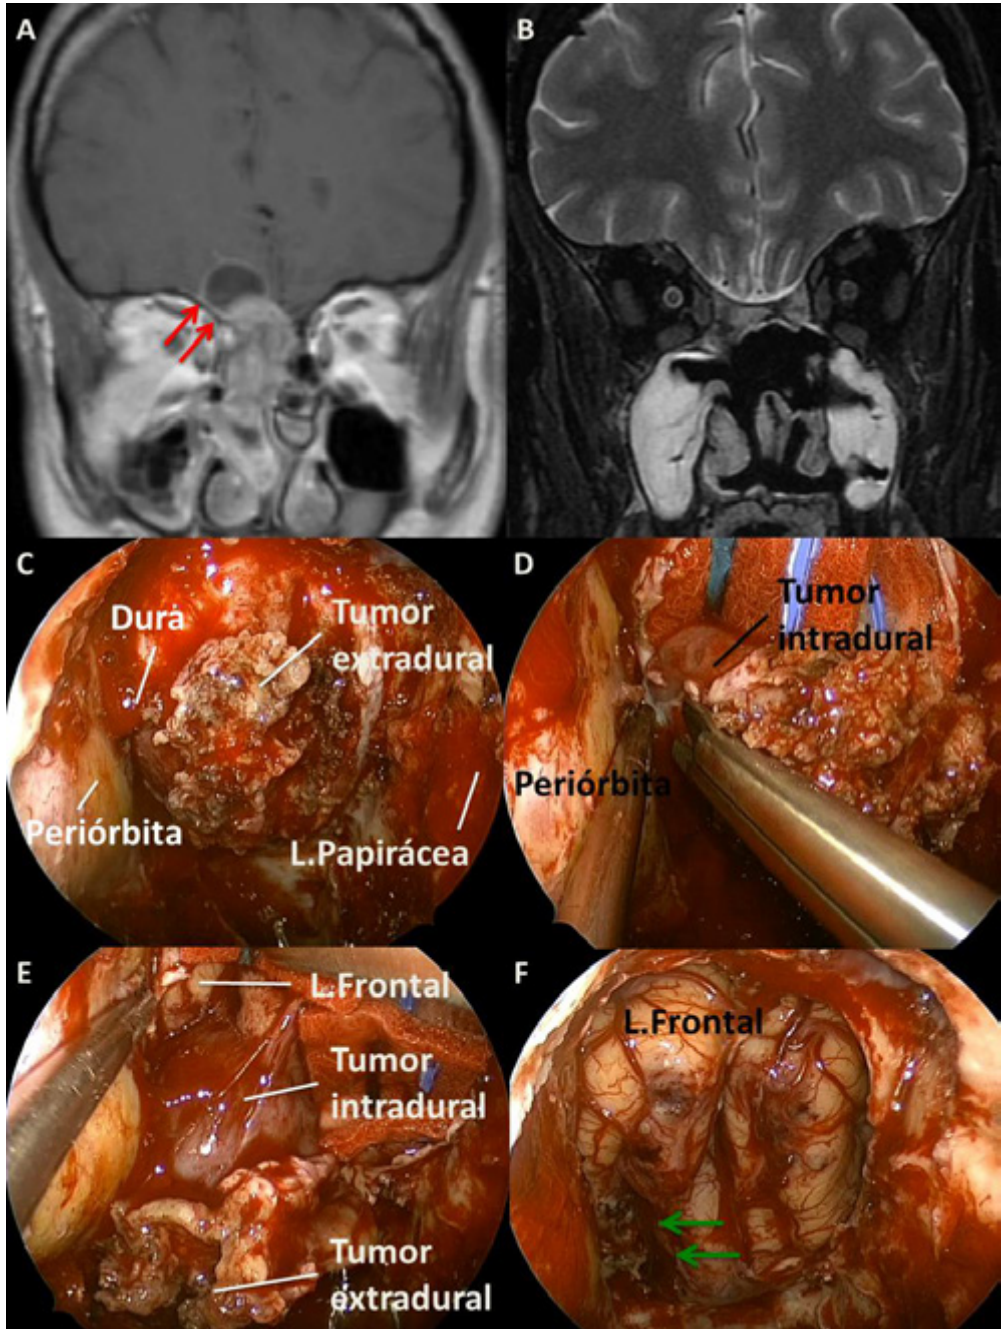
A) La RM preoperatoria potenciada en T1 con contraste plano coronal mostró una lesión localizada en la cavidad nasal con captación de contraste heterogénea y erosión del techo etmoidal así como invasión de la fosa craneal anterior y efecto masa sobre el lóbulo frontal derecho. Las *flechas rojas* muestran extensión lateral por encima del techo orbitario en forma parcialmente quística. B) RM postoperatoria potenciada en T2, plano coronal, mostró resección total sin cambios de intensidad de señal en lóbulos frontales. C) Imagen intraoperatoria con óptica de 0° que muestra la resección endoscópica endonasal dentro de la cavidad nasal realizando resección craneofacial anterior radical junto con orbitotomía supero medial derecha. Nótese que la lámina papirácea ha sido reseçada así como el techo orbitario permitiendo una mayor exposición dural lateral. D) Imagen intraoperatoria con óptica de 0° mostrando como el cirujano empuja la periórbita para poder alcanzar el margen lateral de la lesión intradural una vez completada la orbitotomía. E) Imagen intraoperatoria con óptica de 0° mostrando como la porción lateral del lóbulo frontal aparece después de la resección tumoral parcial. F) Imagen intraoperatoria con óptica de 0° tras la resección tumoral completa. Las *flechas verdes* señalan el lugar donde se encontraba la porción quística de la lesión. Nótese como es posible ver tejido cerebral normal lateral al lugar donde se encontraba la porción quística.
